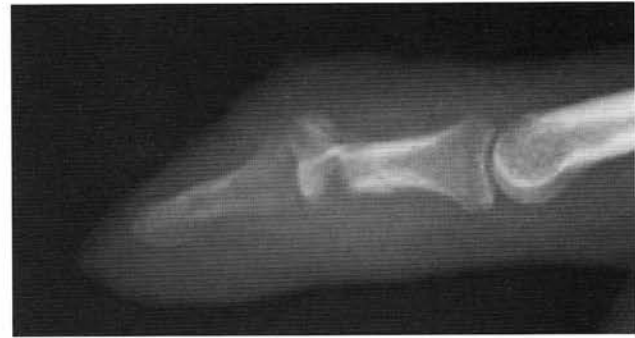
The X-ray on March 12, 2002. The joint is destroyed.
